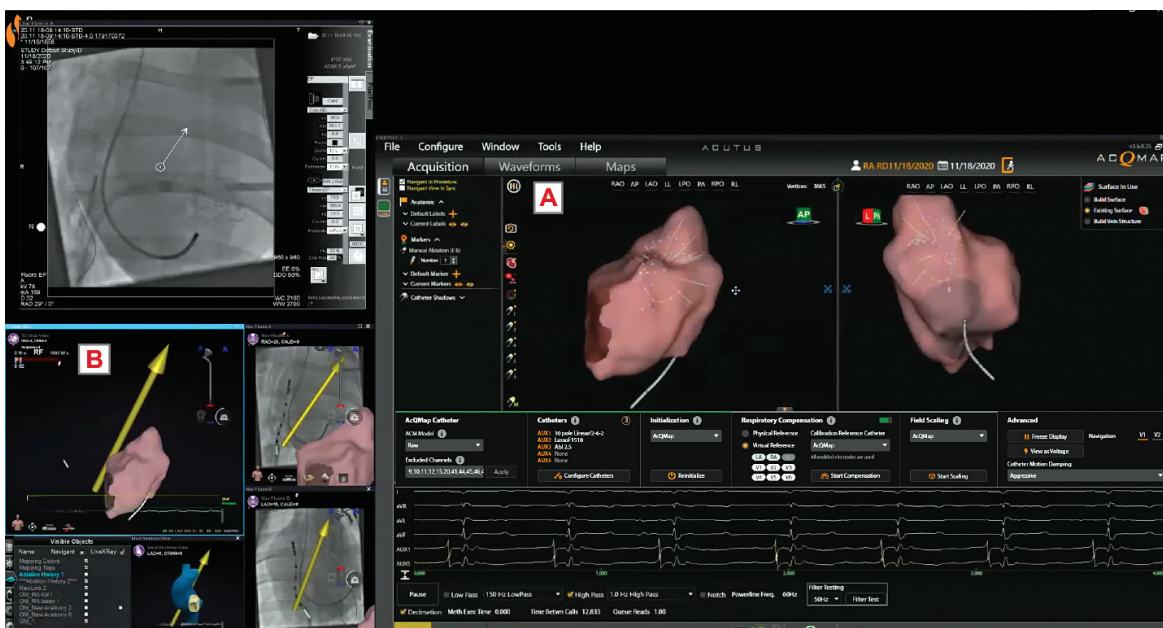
La anatomía reconstruida de ultrasonido (Panel A) se deriva a la pantalla de Navigant (Panel B).
